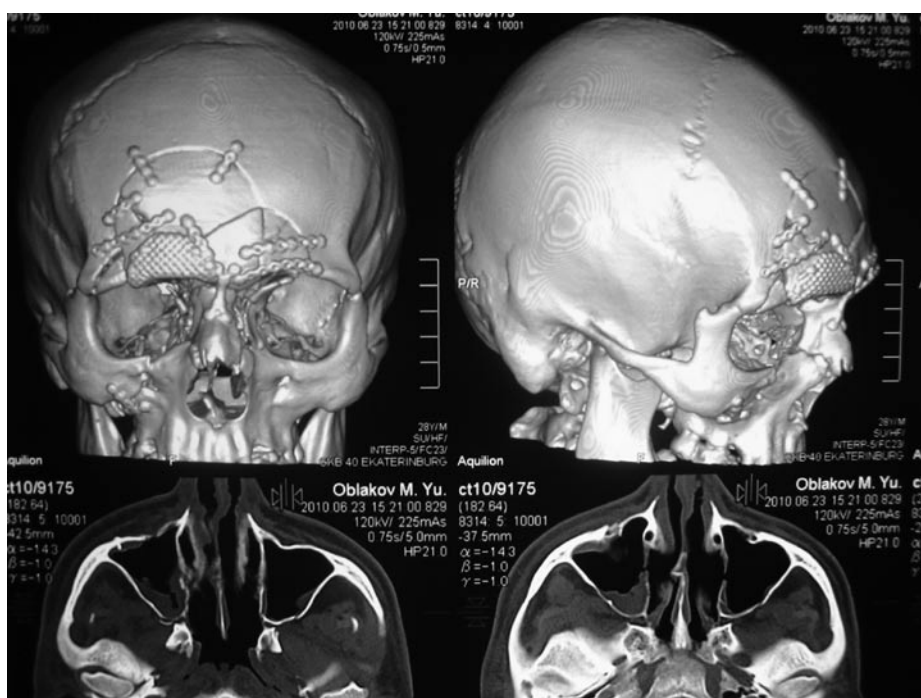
КТ черепа пациента С. после операции
